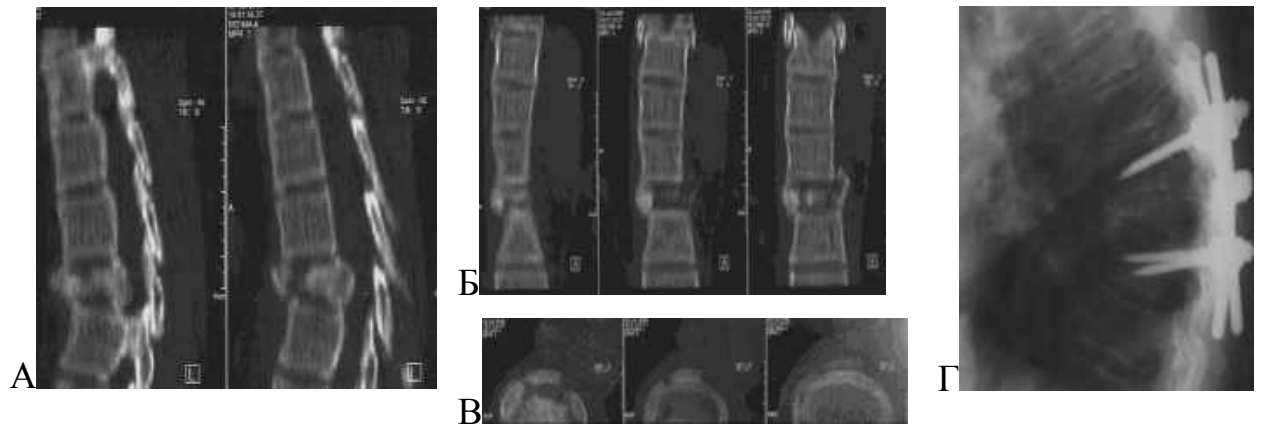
Спостереження №281. Пацієнта С-ва, 27 років (історія хвороби №280). Спіральна комп'ютерна томографія (А, Б, В) сагітальна, фронтальна, аксіальна площина до оперативного втручання, компресійно-осколковий перелом тіла Th7 III ступеня, (Г) рентгенограма після транспедикулярної фіксації (стабільної) в сагітальній площині, клиноподібна деформація тіла Th7 III ступеня, як наслідок формування кутového кифозу II ступеня, з ураженням міжхребцевих дисків сегментів Th6-Th7, Th7-Th8, міжхребцевий остеохондроз сегментів Th6-Th7, Th7-Th8; скостеніння передньої поздовжньої зв'язки на рівні сегментів Th6-Th7-Th8.
